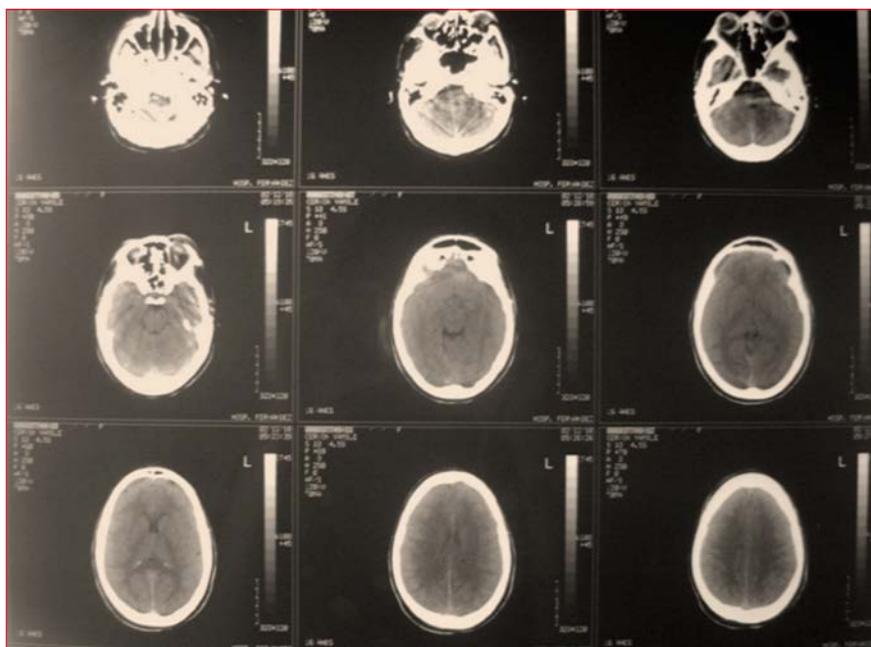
Tomografía computarizada de cerebro que no muestra lesiones agudas. Línea media conservada.
